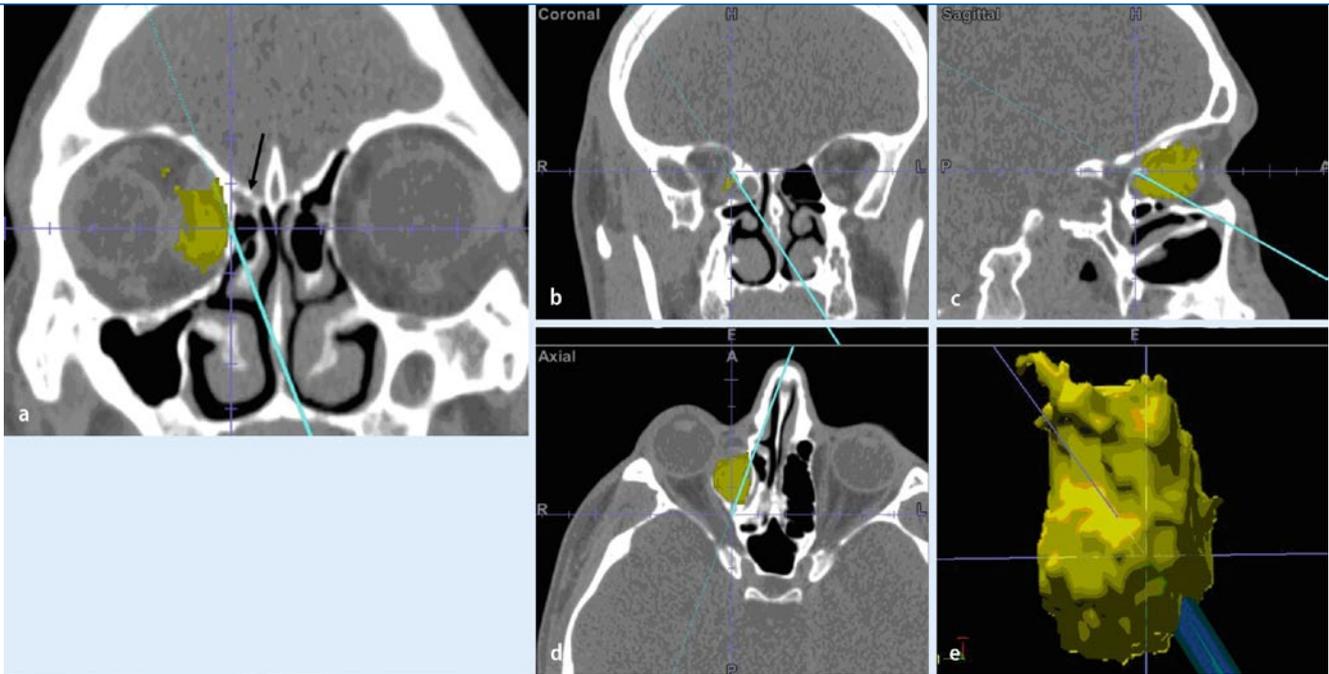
▲ Computerassistierte transthoidale Orbitotomie bei dem in Abb. 2 gezeigten medial gelegenen Tumor der rechten hinteren Orbita. a Darstellung der Lamina papyracea von medial (*blaue Pointerspitze*) sowie der Lamina cribrosa am Siebbeindach (*Pfeil*). Der Tumor wurde zur Operationsplanung präoperativ im CT-Datensatz gelb markiert. b–e Die Spitze des Navigationspointers liegt nach Resektion des Tumors der Schädelbasis direkt an
